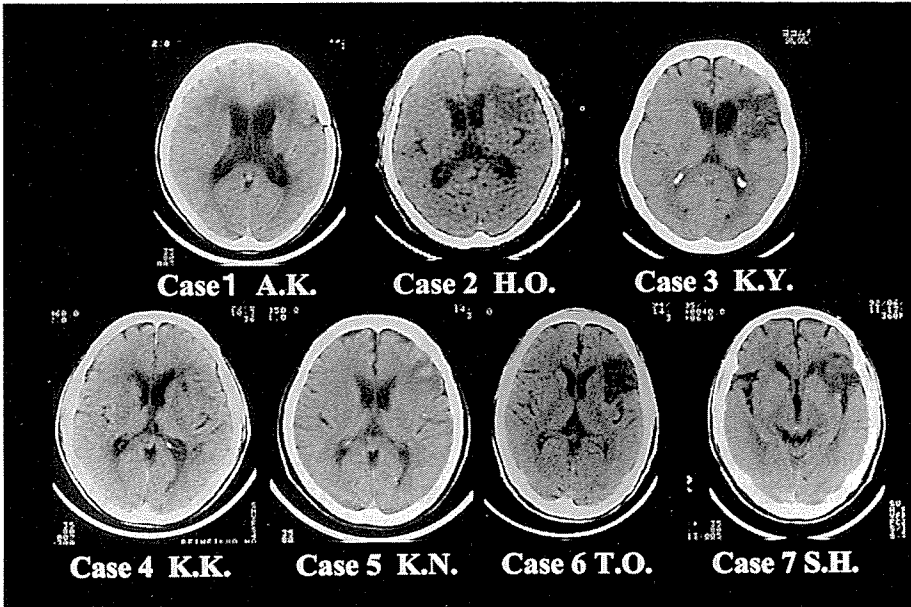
左前方限局病変による流暢性失語7例のCT所見
